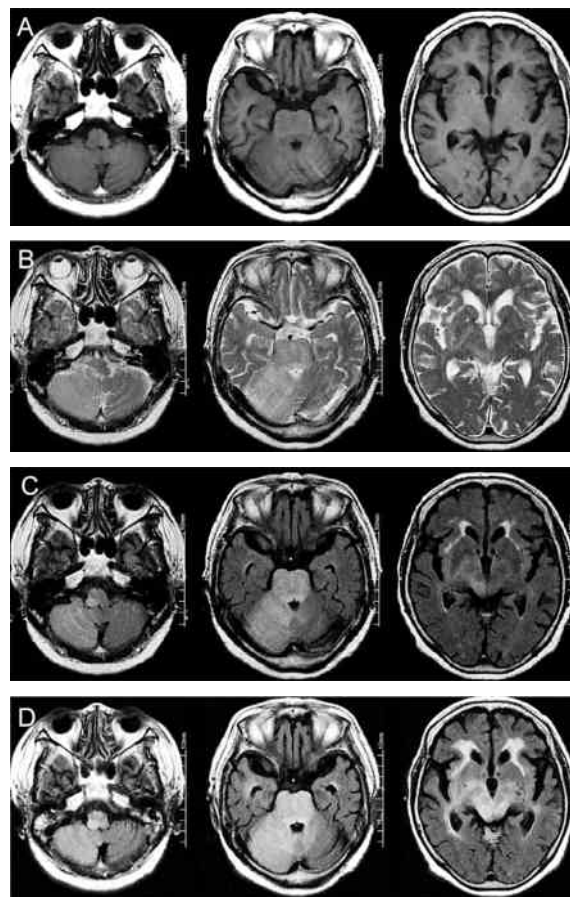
頭部MRI。A-C：X-2年9月。A：T1強調画像，B：T2強調画像，C：FLAIR画像。D：X-1年5月。FLAIR画像。
